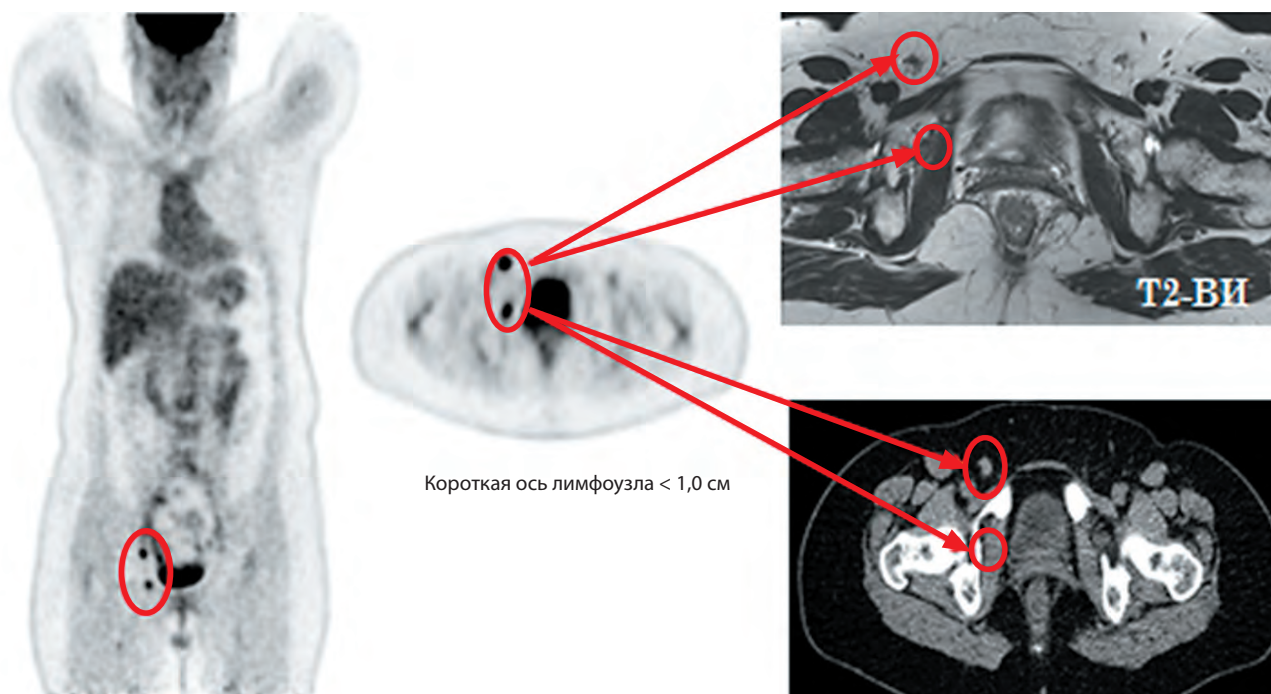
Пациентка Н., 42 года, РШМ T1b1N0M0, 1,5 года после окончания комбинированного лечения. В связи с повышением уровня антигена плоскоклеточной карциномы был заподозрен рецидив заболевания. При МРТ и КТ определялись неувеличенные паховые и obturatorные лимфоузлы справа. При 18-ФДГ-ПЭТ было отмечено активное накопление 18-ФДГ паховым и obturatorным лимфоузлами
